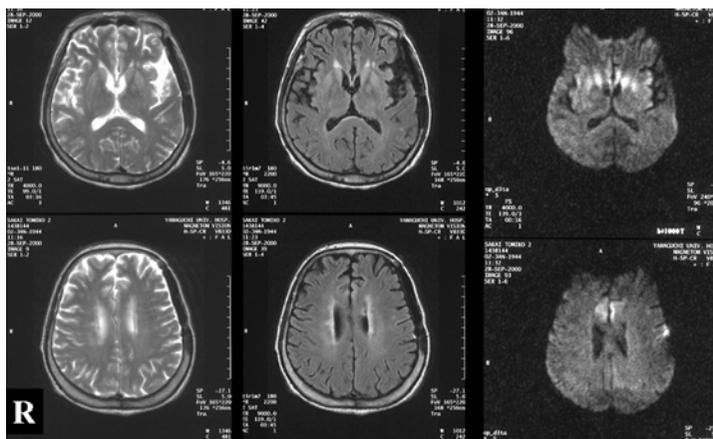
ヒト硬膜移植後変異型 CJD MRI (11 months from onset)
